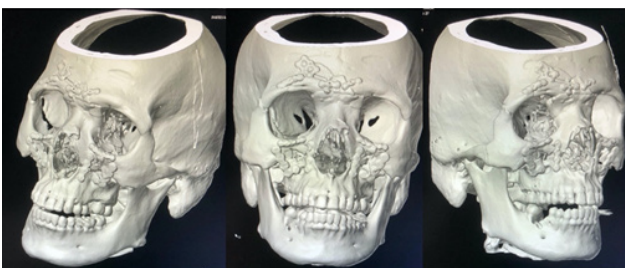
Post-operative 3D tomography showing osteosynthesis of facial fractures.
